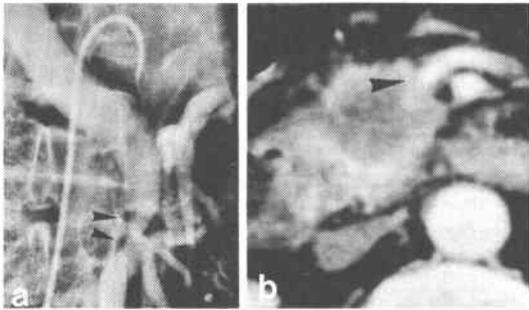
Portal system involvement (obstruction and collaterals, arrows). a : angiography, portal phase, b : CT scan
